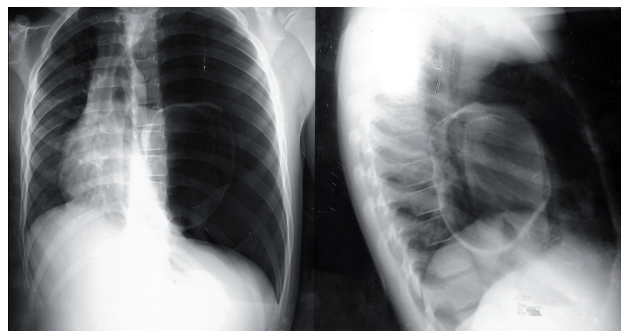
(a, b) : Chest radiograph AP view1a and left lateral view1b: shows large left sided pneumothorax with compression of the collapsed lung and shift of the mediastinum to the right . Also seen a large thin-walled cystic lesion in the collapsed left lung.
